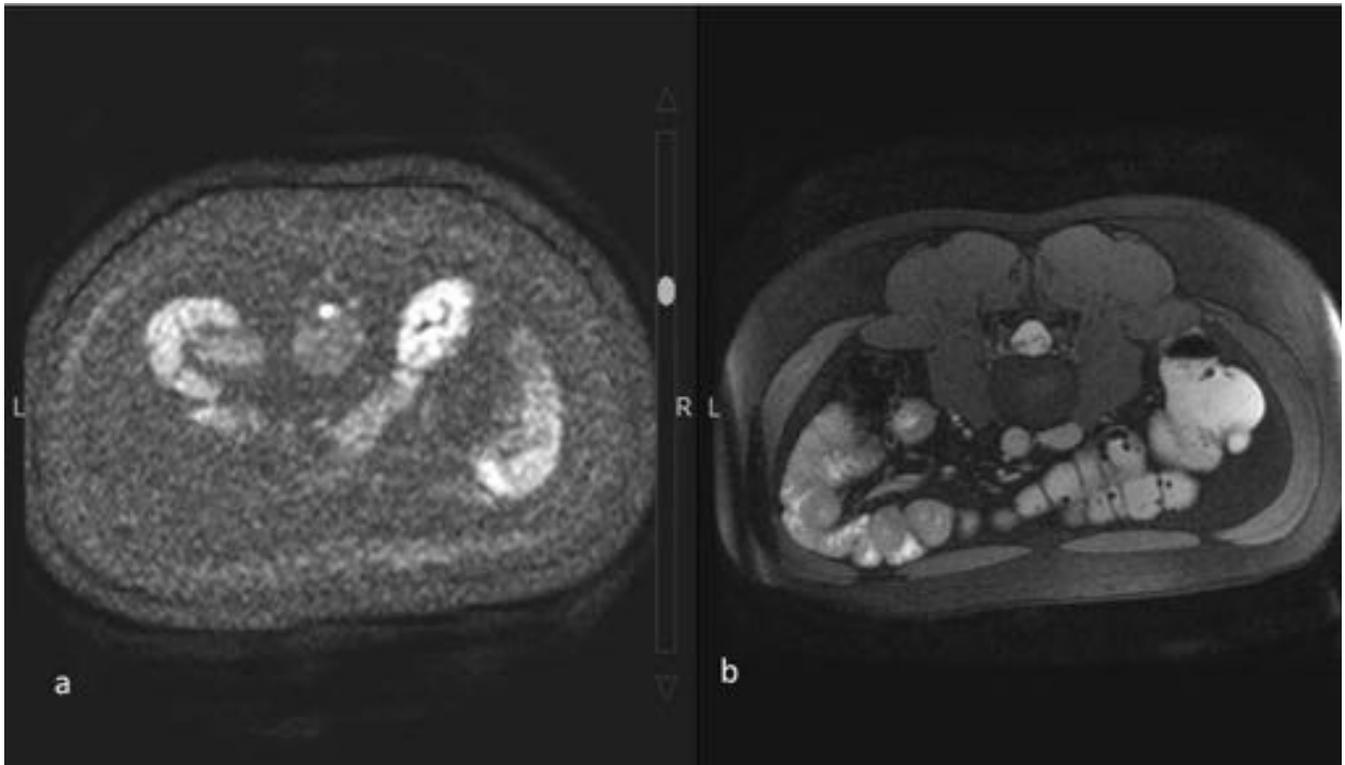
Estudio axial en prono: a-secuencia EPI-DWI. b- secuencia FIESTA
